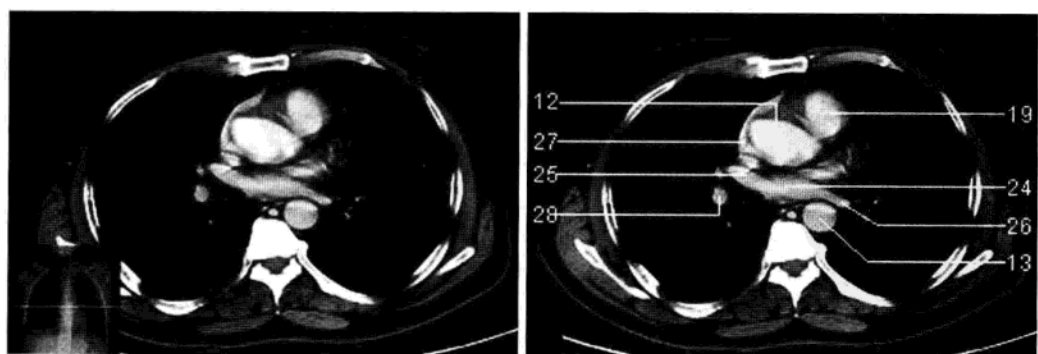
左心房上部层面 (增强 CT 图像)
